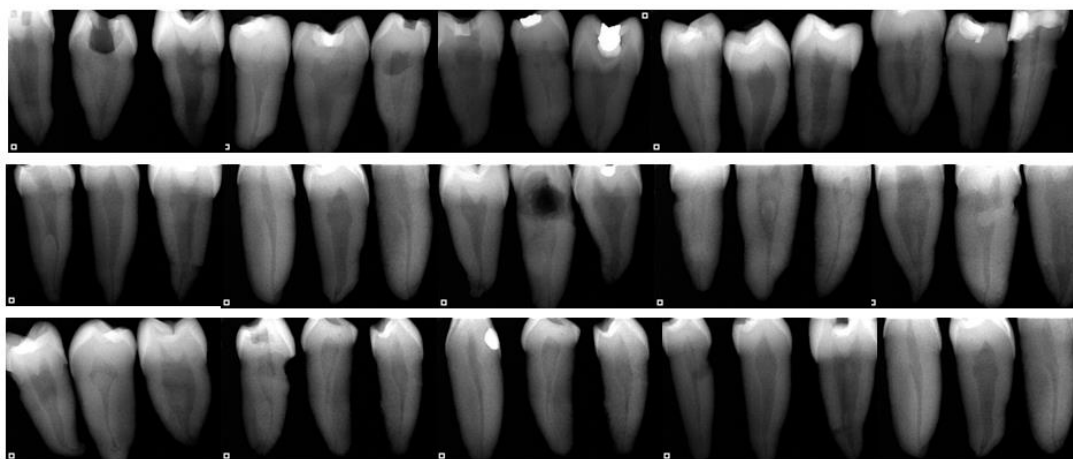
Radiografías iniciales.
